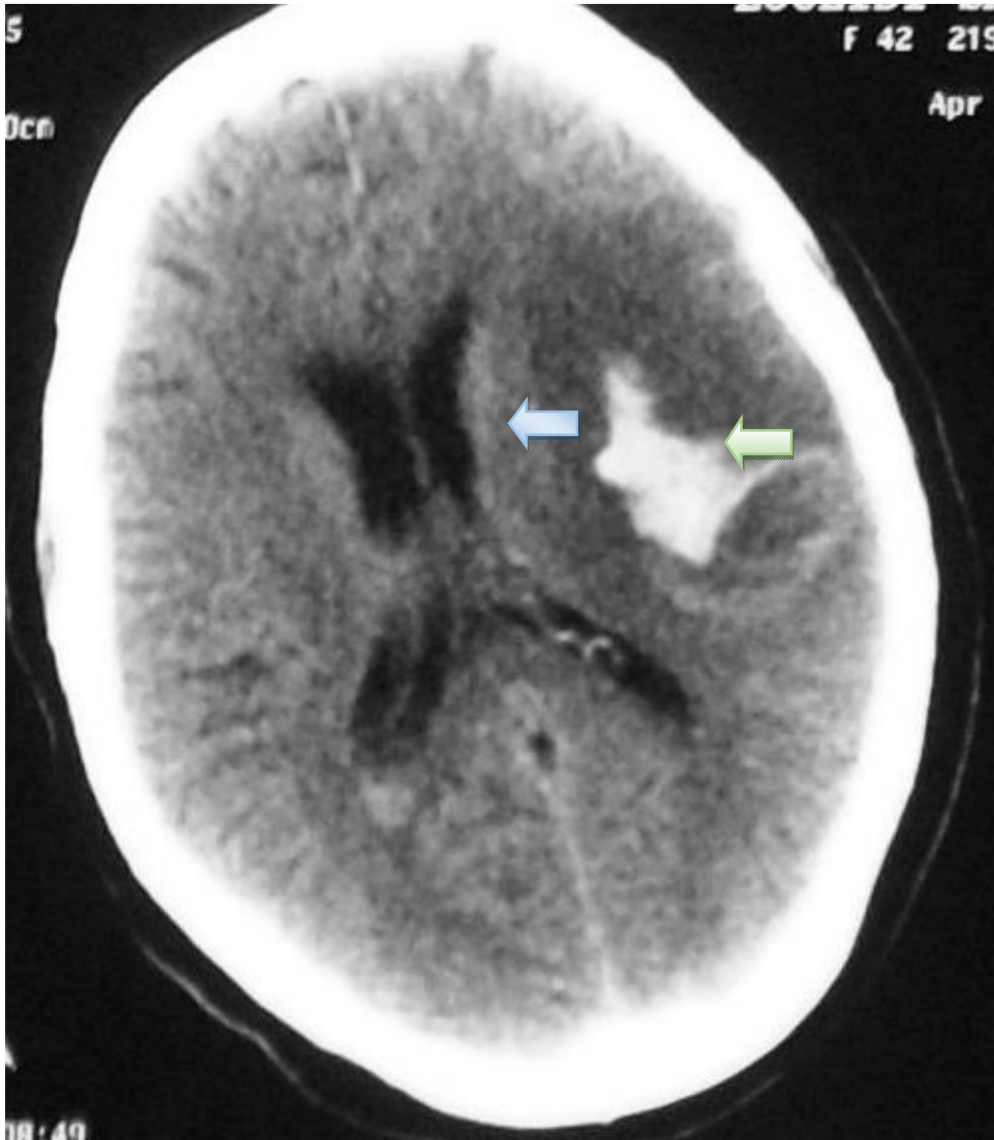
TDM cérébrale C- montrant une hémorragie cérébro-méningée.
